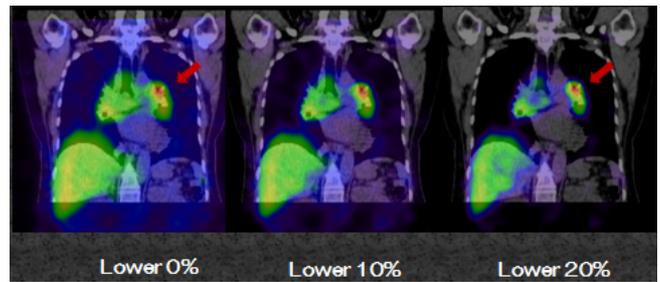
SPECT/CT Fusion カットレベルでの比較
